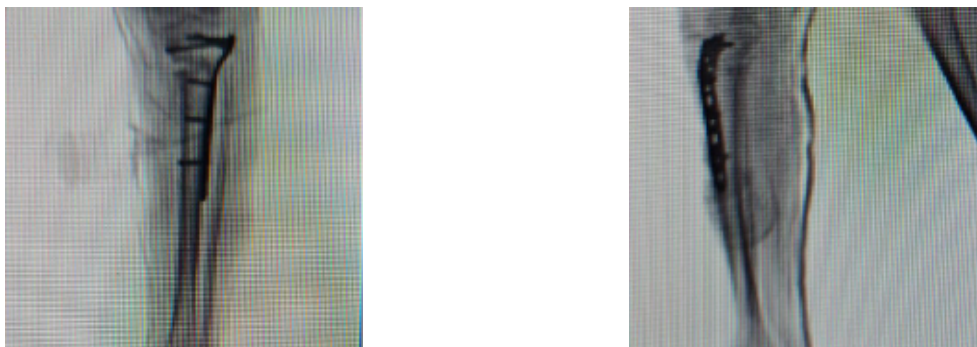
Рентгенограммы голени в 2 проекциях после репозиции и металлоостеосинтеза.
